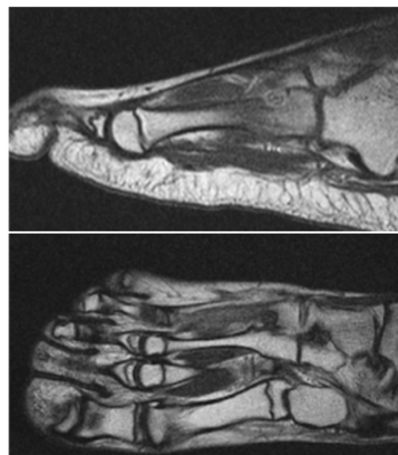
Resonancia magnética. Nidus central que realza tras contraste. Edema en médula ósea. Edema de partes blandas adyacentes.
